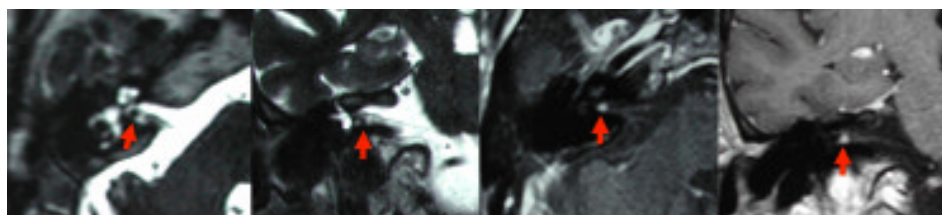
RM assiale 3D TSE (a), coronale T2 TSE (b), assiale (c) e coronale (d) dopo contrasto. Le immagini senza mdc evidenziano una minuta lesione espansiva, ipointensa, che le scansioni in coronale localizzano, con maggiore accuratezza, nel nervo vestibolare inferiore di destra. Dopo somministrazione del mezzo di contrasto la massa si potenzia omogeneamente e diviene ancora più evidente rispetto alle strutture circostanti. Schwannoma del nervo vestibolare inferiore destro.
